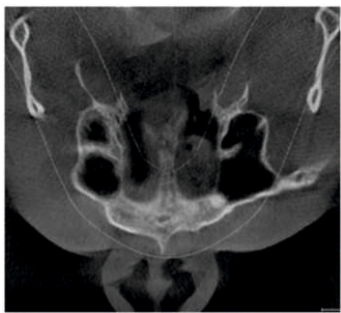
CBCT : Coupe axiale passant par les sinus maxillaires montrant des septums orientés dans le sens frontal
